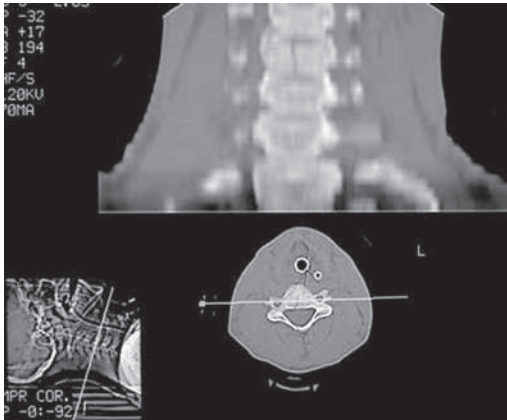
TC en trauma raquimedular-Reconstrucción coronal de columna cervical: fractura longitudinal del cuerpo de 4ª vértebra cervical
